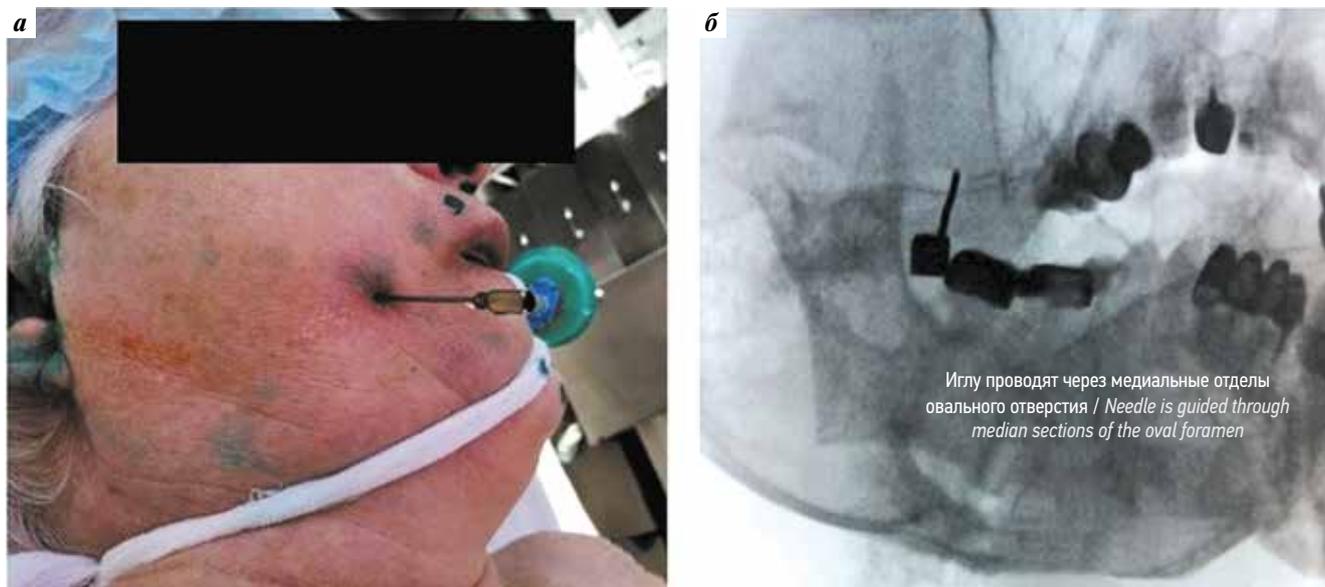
Выполнен прокол иглой (а) с рентгенологическим контролем положения иглы в овальном отверстии (б)
